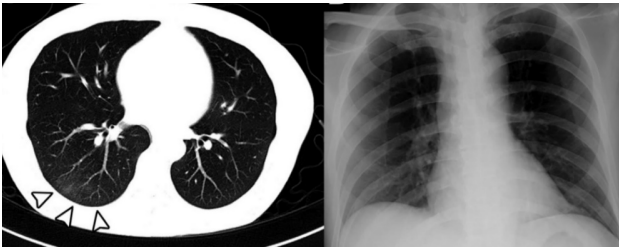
Radiografia de tórax (PA) apresentando (A) lesão nodular única; (B) opacidades em vidro fosco
